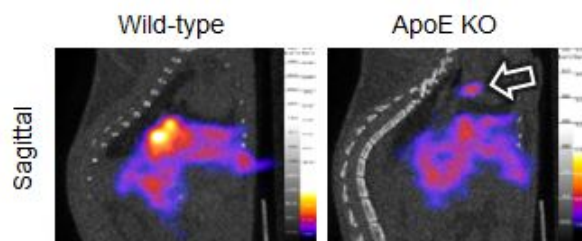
^{125}I -oxLDL のアテローム性動脈硬化病巣への集積 (SPECT/CT)
